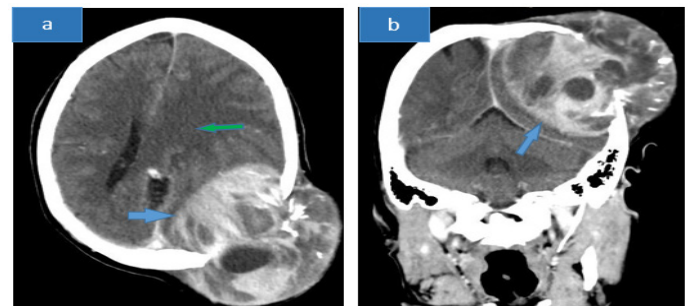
Coupe axiale (a) d'une TDM cérébrale après injection de PDC, avec reconstruction coronale (b) montrant une volumineuse formation tumorale extra-axiale pariéto-occipitale gauche rehaussée (flèche bleue) ; responsable d'une lyse osseuse pariétale et occipitale gauche, d'un effet de masse sur le ventricule latéral gauche (flèche verte) et d'un engagement sous-falciforme ; → Méningiome agressif probable.
